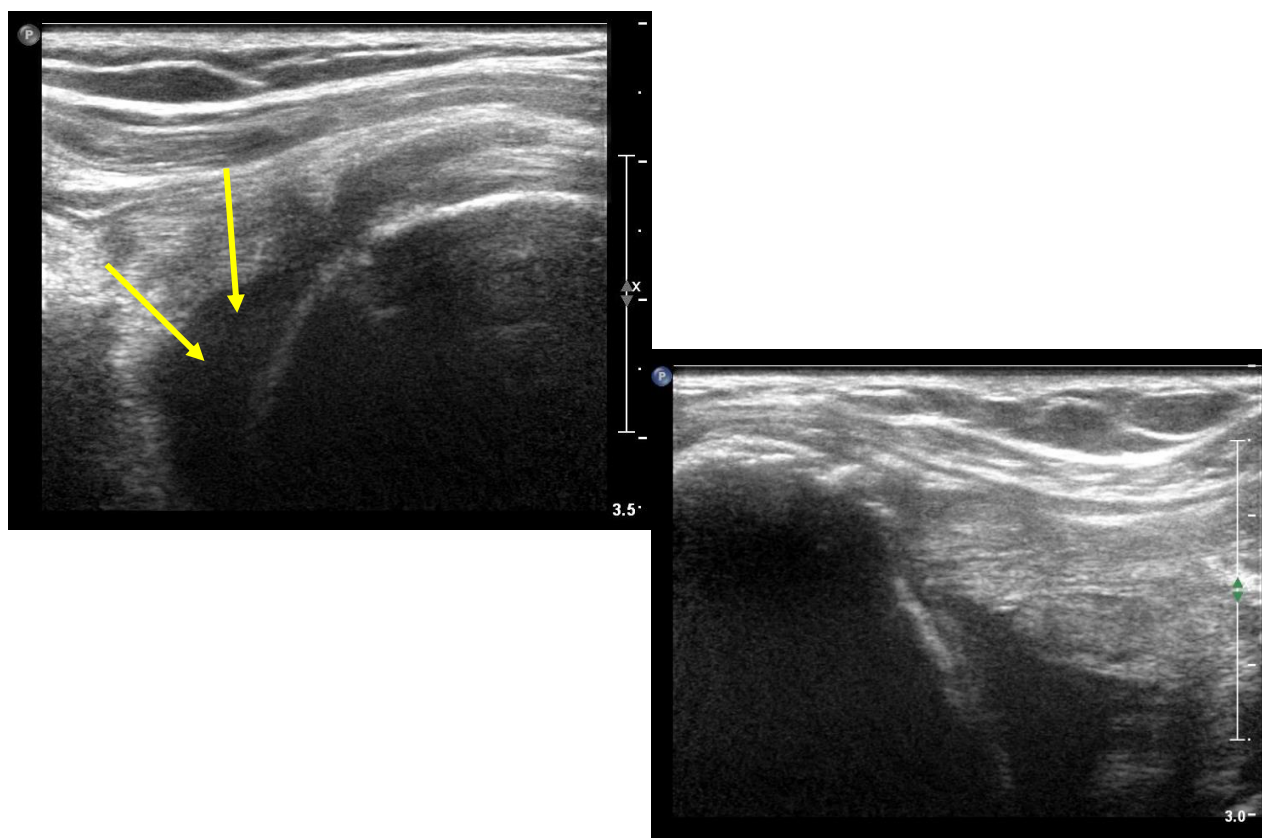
УЗИ плечевого сустава пациента с артропатией
